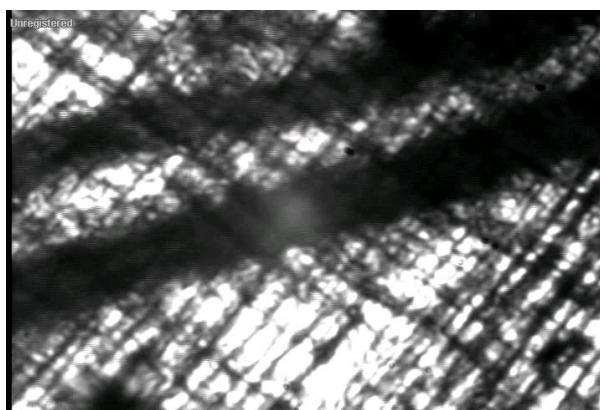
FOTOMICROGRAFIA DURANTE OBTENÇÃO DA VELOCIDADE DEO FLUXO DAS HEMÁCIAS PELO DOPPLER VELOCÍMETRO SOBRE A ARTERÍOLA DE 2ª ORDEM
